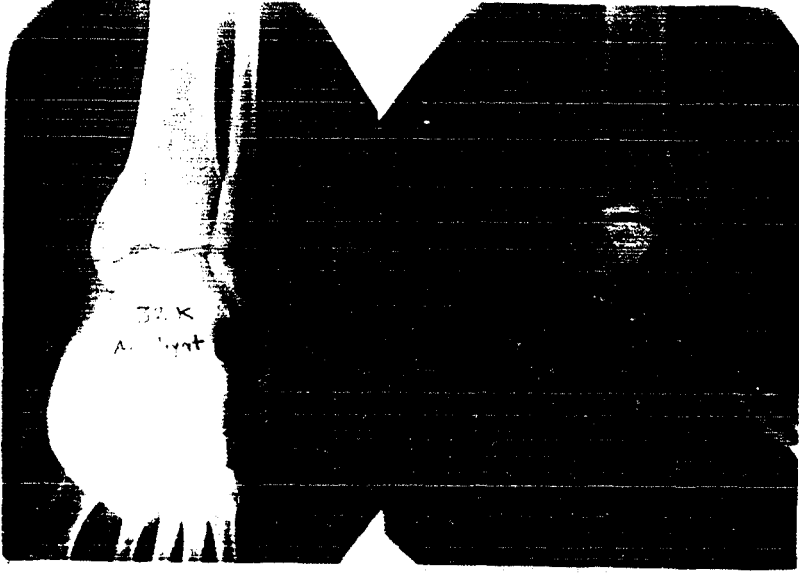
b : 6 aylık izleme sonunda kontrol grafisi. Sonuç iyi olarak değerlendirildi.
